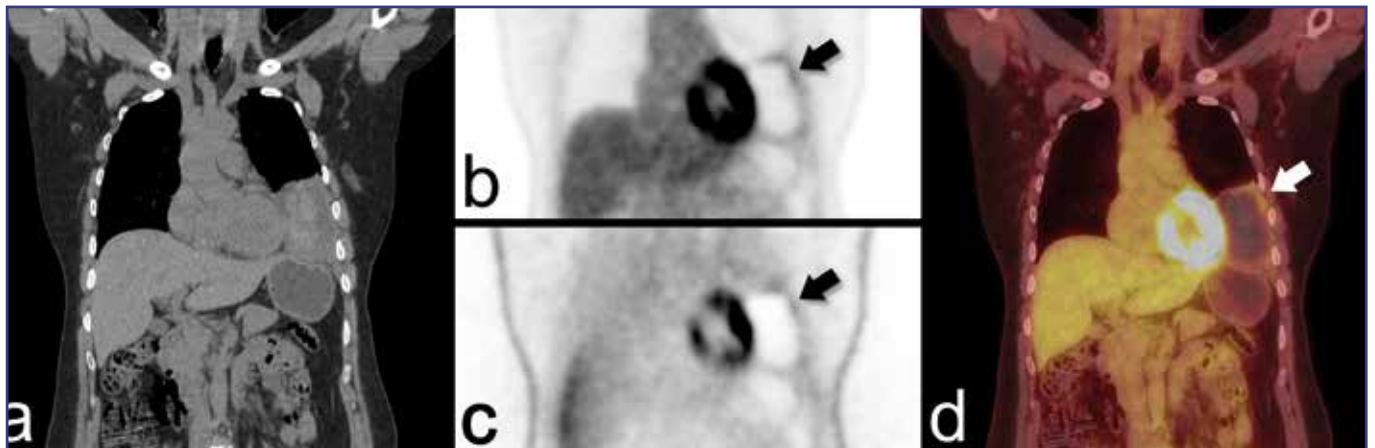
(a) Coronal slice of the subsequently performed ^{18}F -FDG PET/CT displaying only mild FDG uptake along the margins of the tumour (arrows) on the (b) attenuation corrected (AC) images, (c) non attenuation corrected (NAC) images and (d) the fused dataset.
